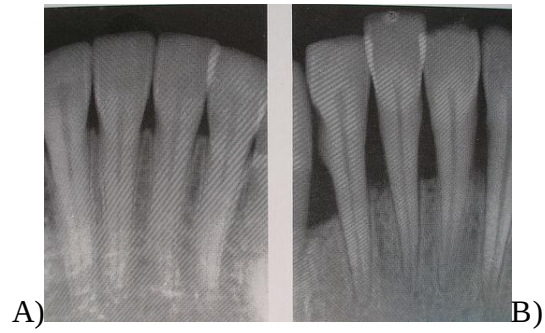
Evaluación Radiografica. A) Radiografía periapical de Incisivos Centrales Inferiores sin Patologías. B) Radiografía Periapical de Incisivos Centrales Inferiores con pérdida ósea debido a una enfermedad periodontal..
